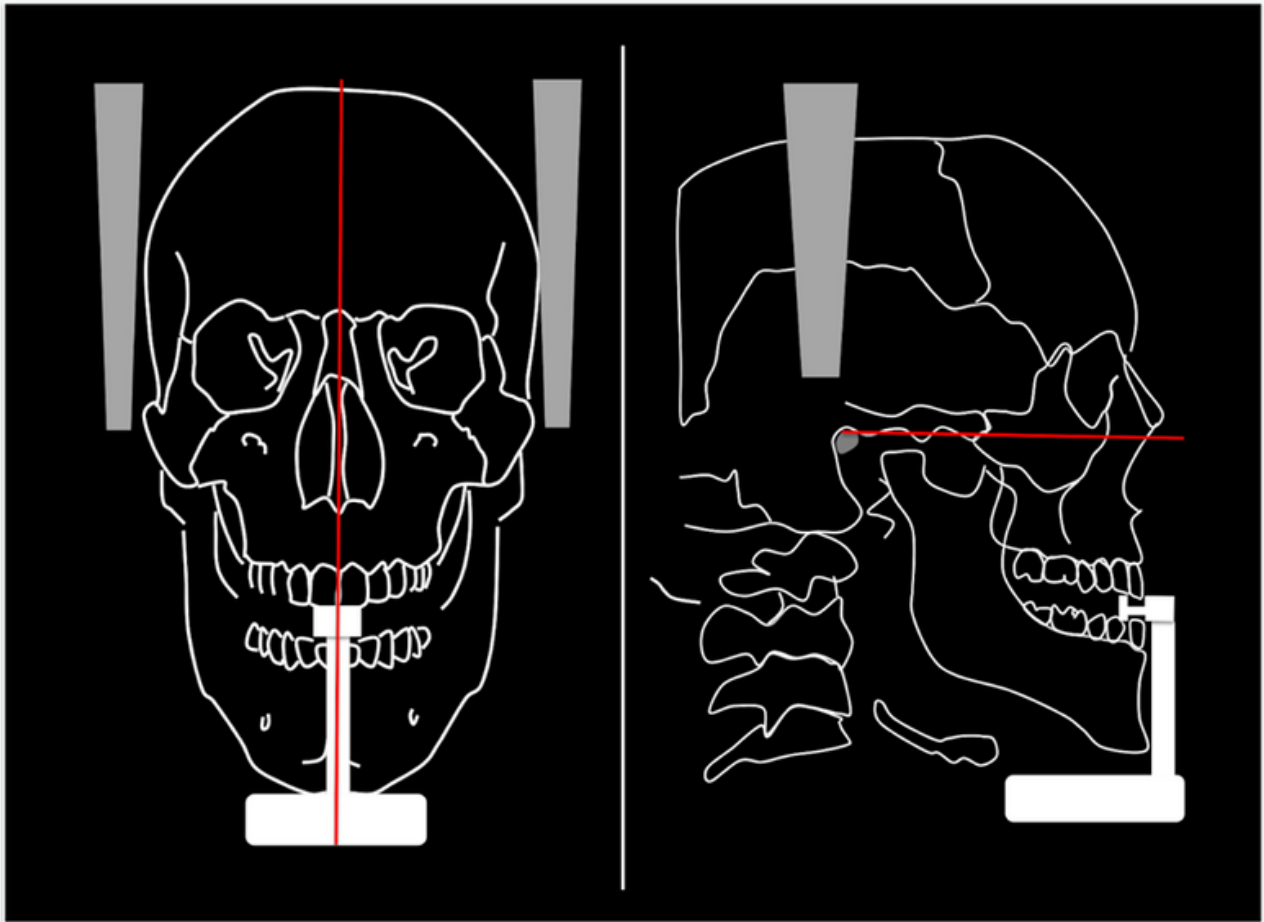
Posição da cabeça do paciente para realização da radiografia panorâmica. Fonte: elaborado pelo Prof. Sérgio LPC Lopes.
